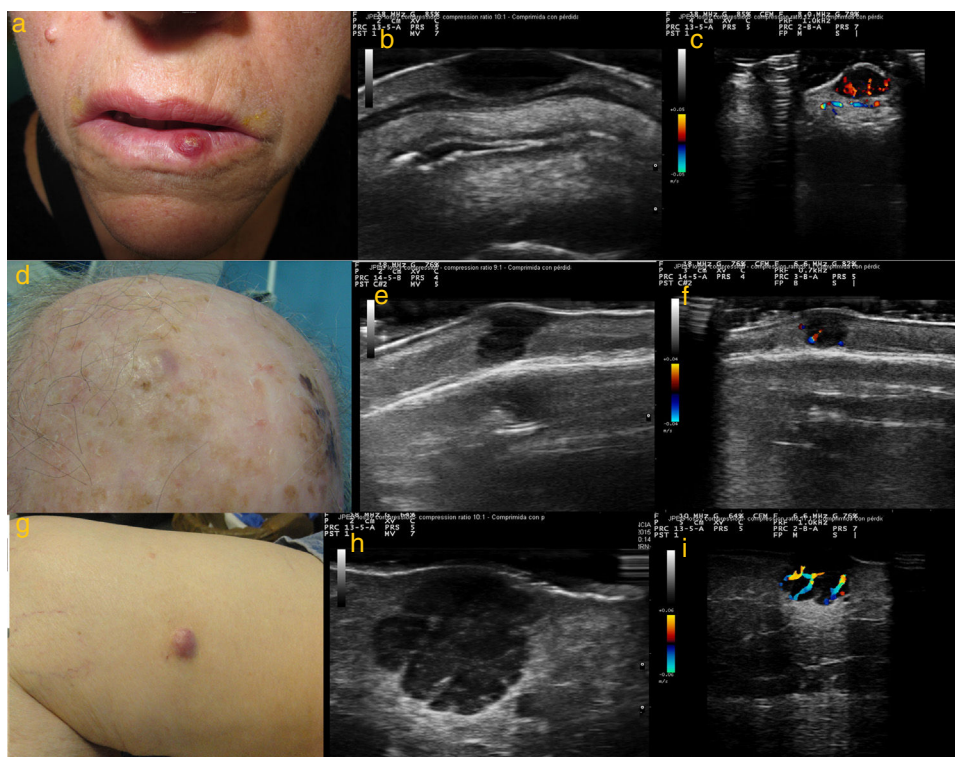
a) Caso 1: lesión eritematosa e infiltrada, de consistencia firme, de 1 cm de diámetro en hemilabio inferior izquierdo; b) Modo B: lesión hipoeoica homogénea localizada en dermis, con bordes bien delimitados; c) Modo Doppler color: importante vascularización de predominio en la zona basal; d) Caso 2: nódulo subcutáneo con piel suprayacente de coloración rosada de 8 mm de diámetro, localizado en región parietal derecha; e) Modo B: lesión hipoeoica dermoepidérmica; f) Modo Doppler color: señal Doppler leve perilesional; g) Caso 3: nódulo de coloración rosada de 18 mm de diámetro en cara interna de muslo derecho; h) Modo B: lesión hipoeoica polilobulada localizada a nivel dermo-hipodérmico, con bordes bien delimitados y refuerzo acústico posterior. En su interior se visualizan septos hiperecoicos; i) Modo Doppler color: vascularización intralésional de predominio en septos.
